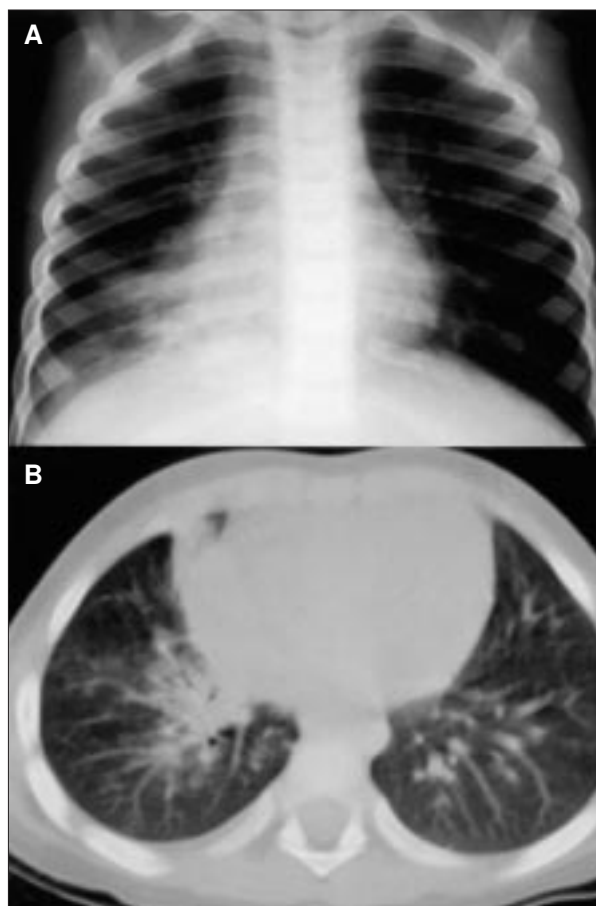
Caso 2. A) Radiografía de tórax: neumonía de lóbulo medio. B) TC torácica: bronquiectasias y colapso del lóbulo medio.
